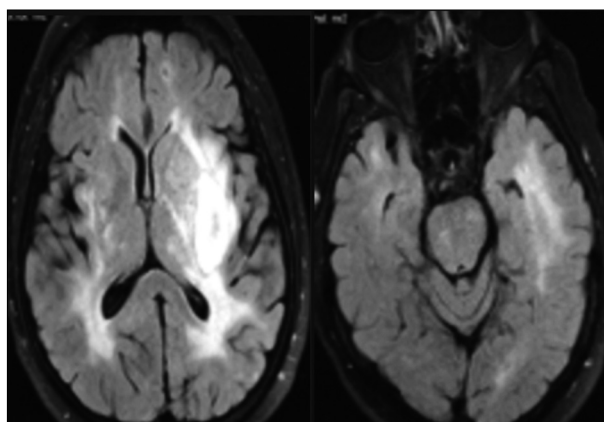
Follow-up brain MRI
